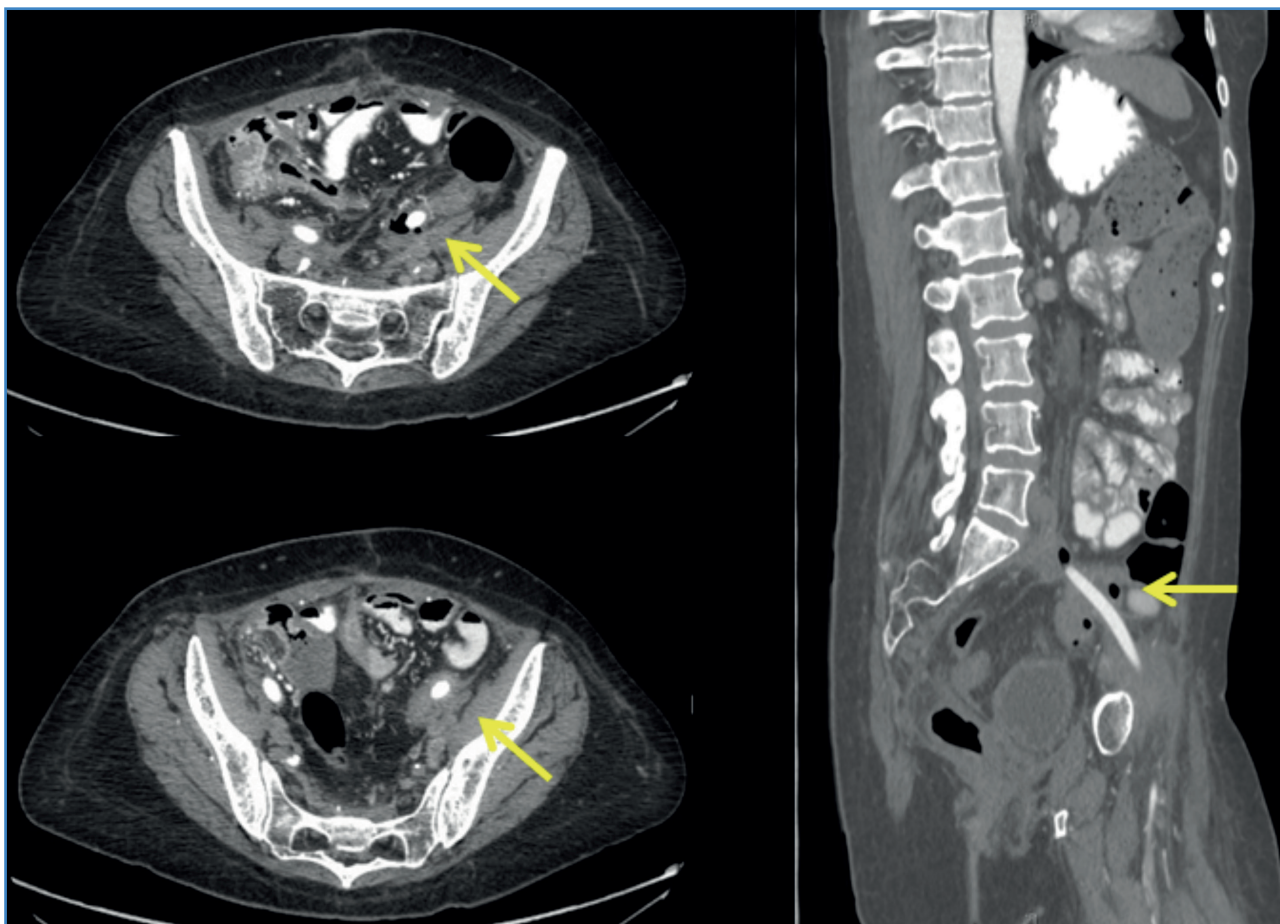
TAC en cortes axiales y sagital. La flecha amarilla señala localización de prótesis atravesando el sigma.
